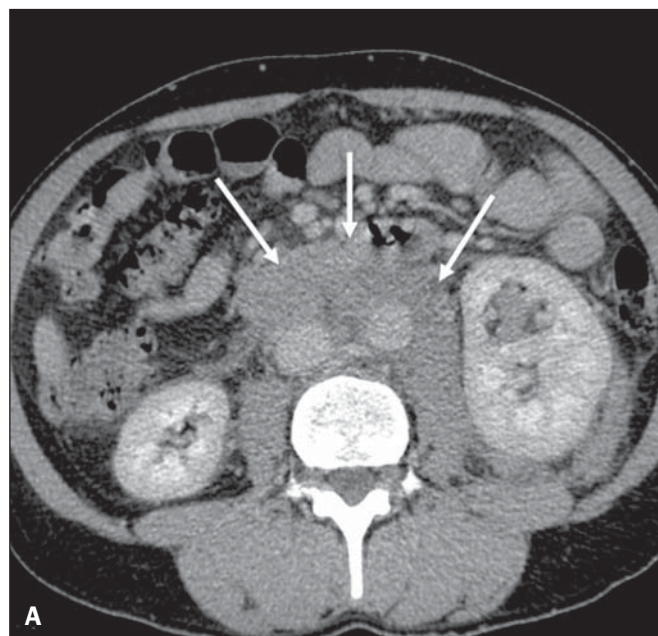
Invasão renal contígua de doença retroperitoneal. TC de abdome com contraste no plano axial (A) e reconstrução coronal (B) demonstram extenso comprometimento linfonodal retroperitoneal (setas) e massa hipovascularizada englobando o polo inferior do rim esquerdo (asterisco). O padrão simétrico de contrastação renal indica que não há compressão do parênquima nem comprometimento da função do rim acometido.
